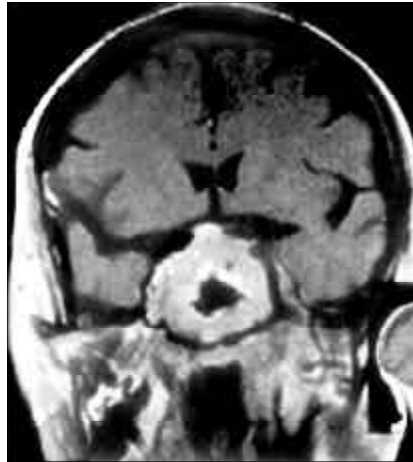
Resonancia magnética, sin y con gadolinio en secuencia potencia en T₁, en cortes coronales, donde se aprecia voluminosa tumoración selar.
